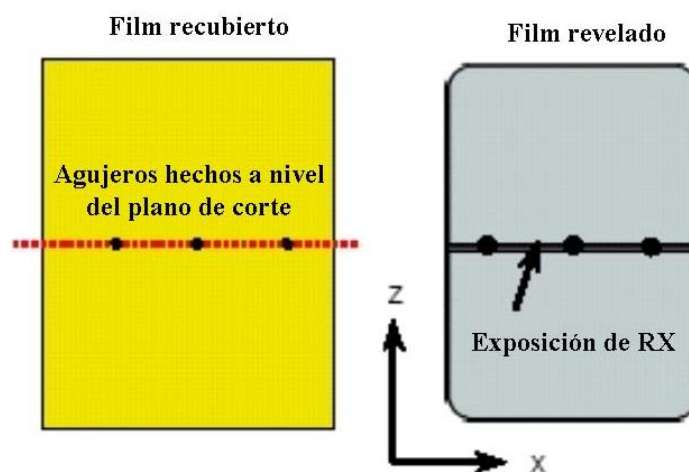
Procedente de ImPACT CT Scanner Acceptance Testing. Referencia [7].
